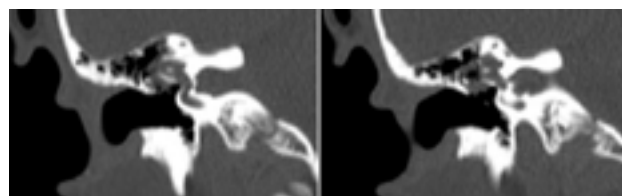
TC Coronal. Apreciamos un defecto óseo superior a la ventana oval y la ampliación de vestibulo sugiriéndonos una malformación del mismo.
